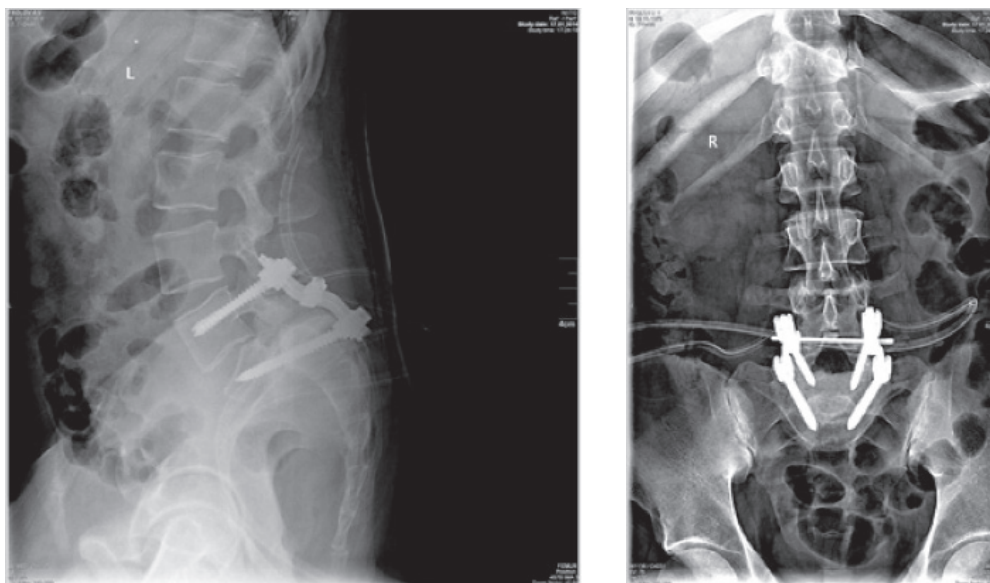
Послеоперационные рентгенограммы пациента Ф., 34 лет, в стандартных проекциях
